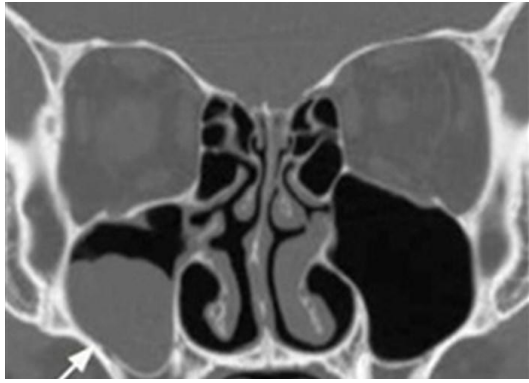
Компьютерная томограмма -округлое затемнение с ровными контурами
